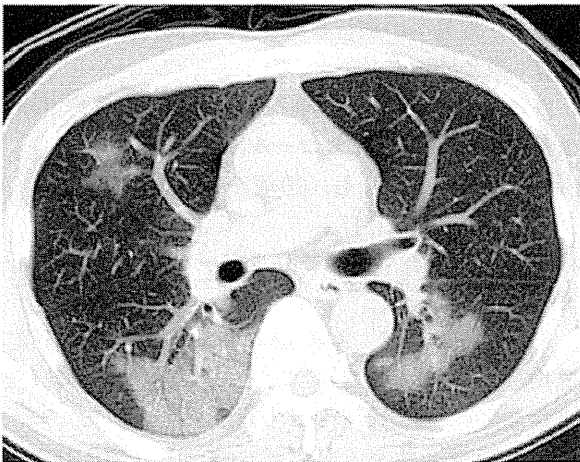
Chest CT scan showing nonsegmental ground-glass opacities with reticular shadow in bilateral lung fields.
